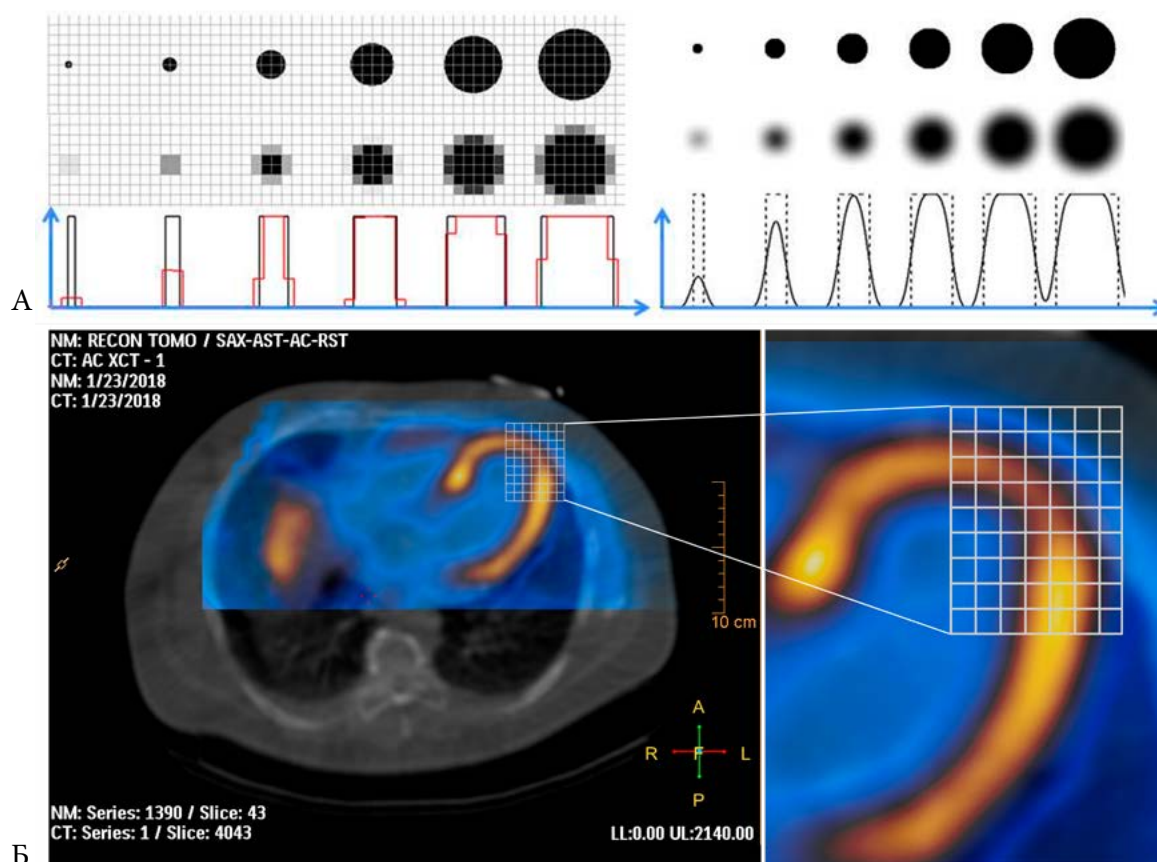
Иллюстрация эффекта частичного объема. А. Интенсивность сигнала от объекта или его фрагмента (например, контура), занимающего пиксел частично, будет занижена. Кроме этого, контуры скинтиграфического изображения всегда в большей или меньшей мере сглажены. Б. Изображение миокарда при перфузионной ОЭКТ с размером пиксела 6 мм. Толщина миокарда в верхушечном сегменте может быть несколько ниже, чем в других участках, что приводит к снижению интенсивности сигнала из-за эффекта частичного объема.
